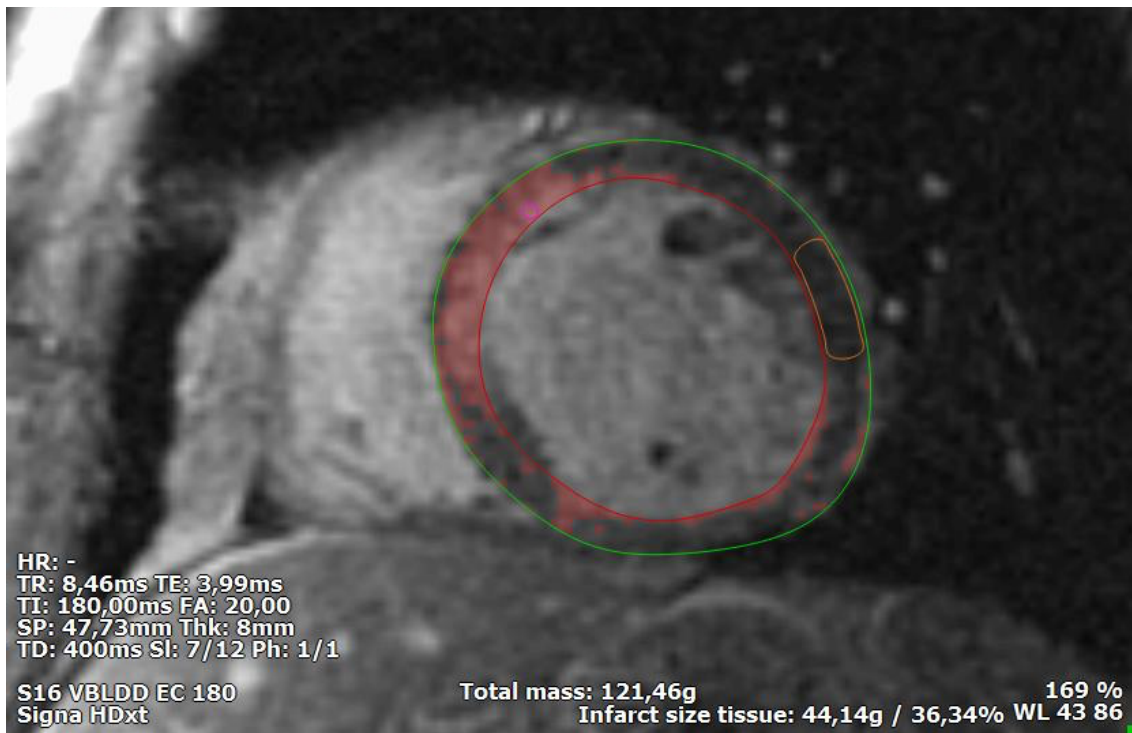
Cuantificación de la masa infartada mediante RTG.
